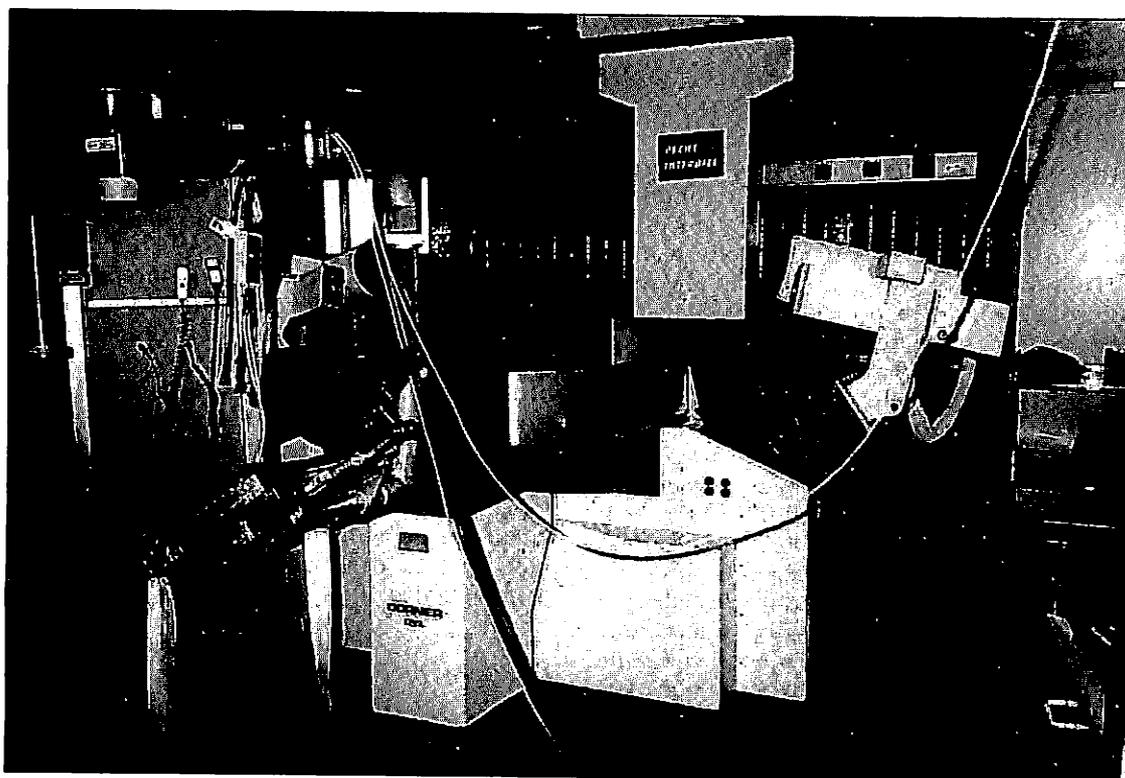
Lithotriporteur Dornier. Ondes de choc. Repérage radiographique.
